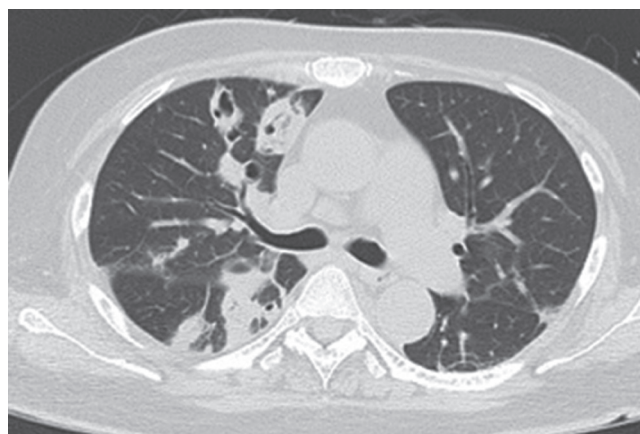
胸部CT所見：両側肺野に感染性肺塞栓を疑う結節性陰影を認める。
